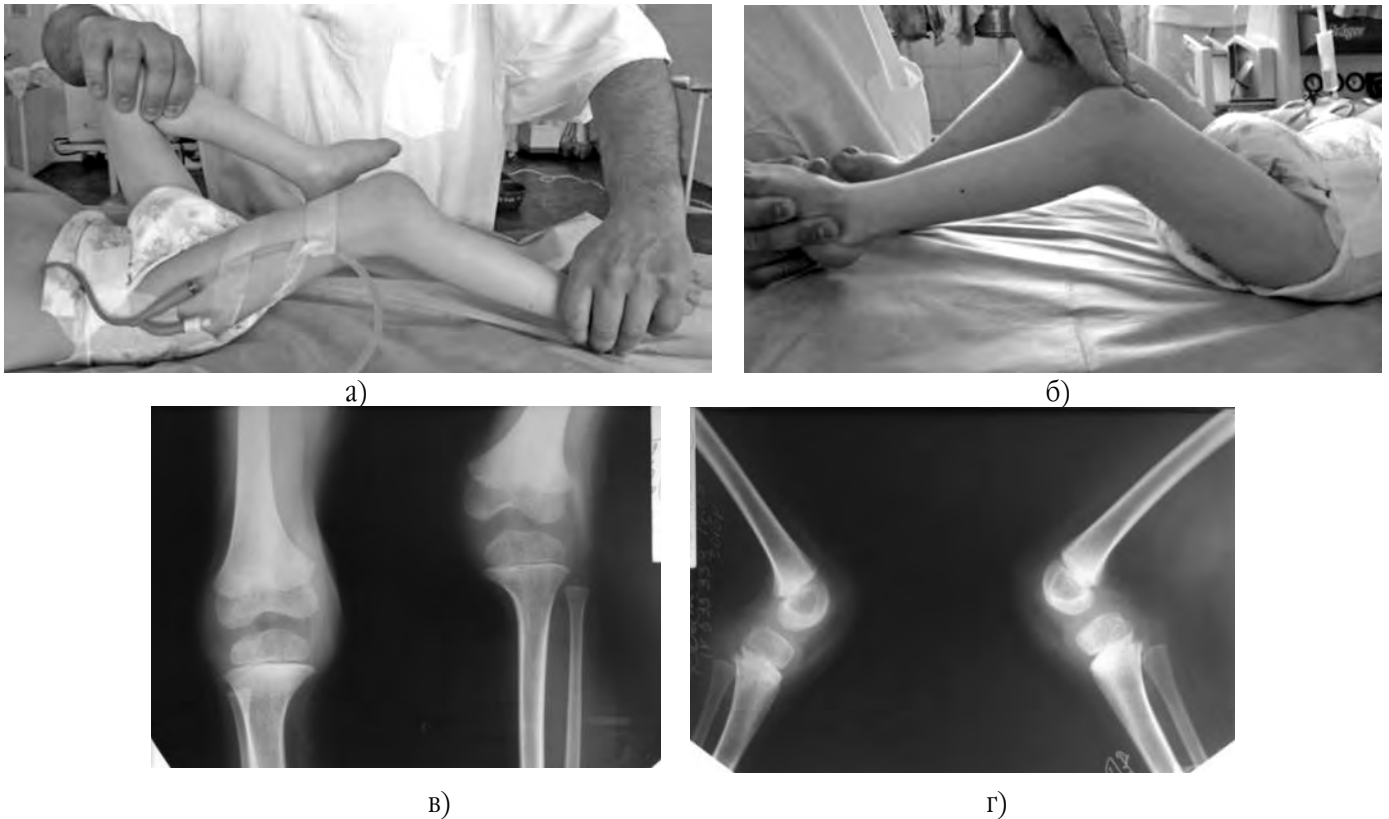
Клінічний приклад хворого IV клінічної групи зі згинальною контрактурою колінних суглобів в межах 40-60°: а) та б) фото правого та лівого колінного суглобів – обмеження розгинання в колінному суглобі; в) рентгенограма колінних суглобів у передньо-задній проекції; г) рентгенограма колінних суглобів у боковій проекції
